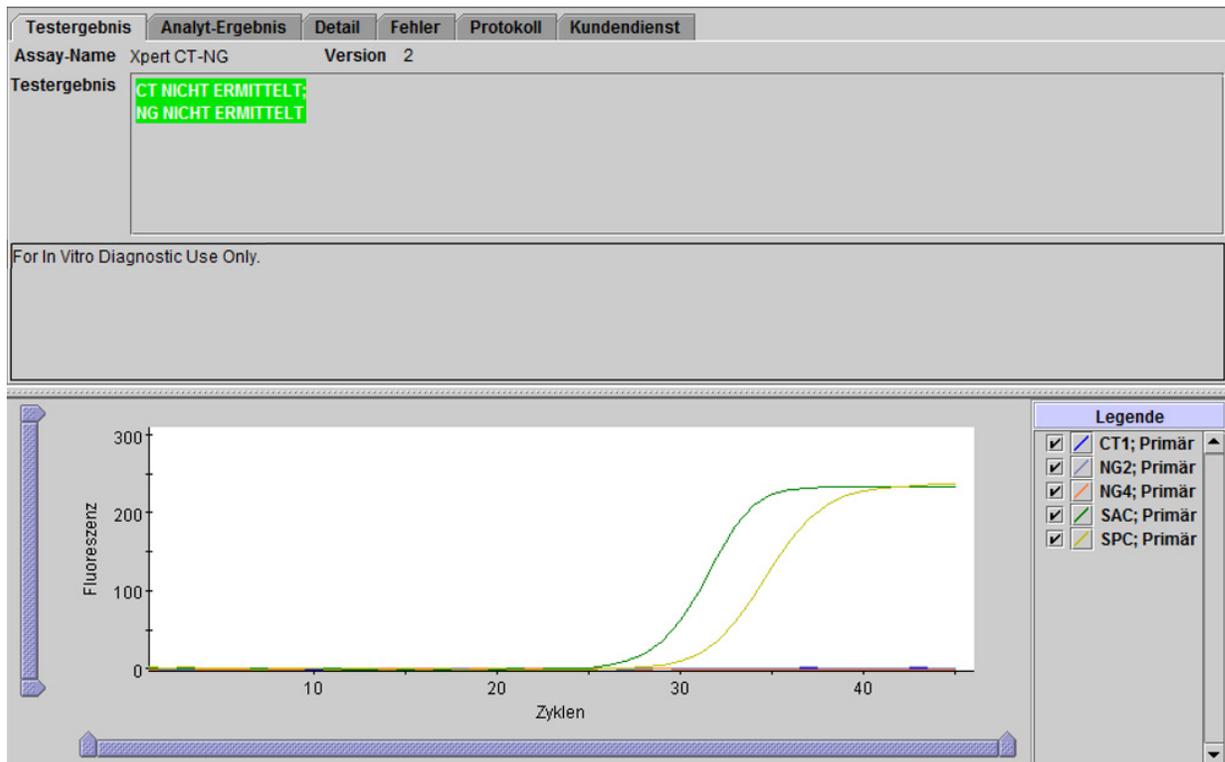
Xpert CT_NG – CT nicht ermittelt und NG nicht ermittelt
